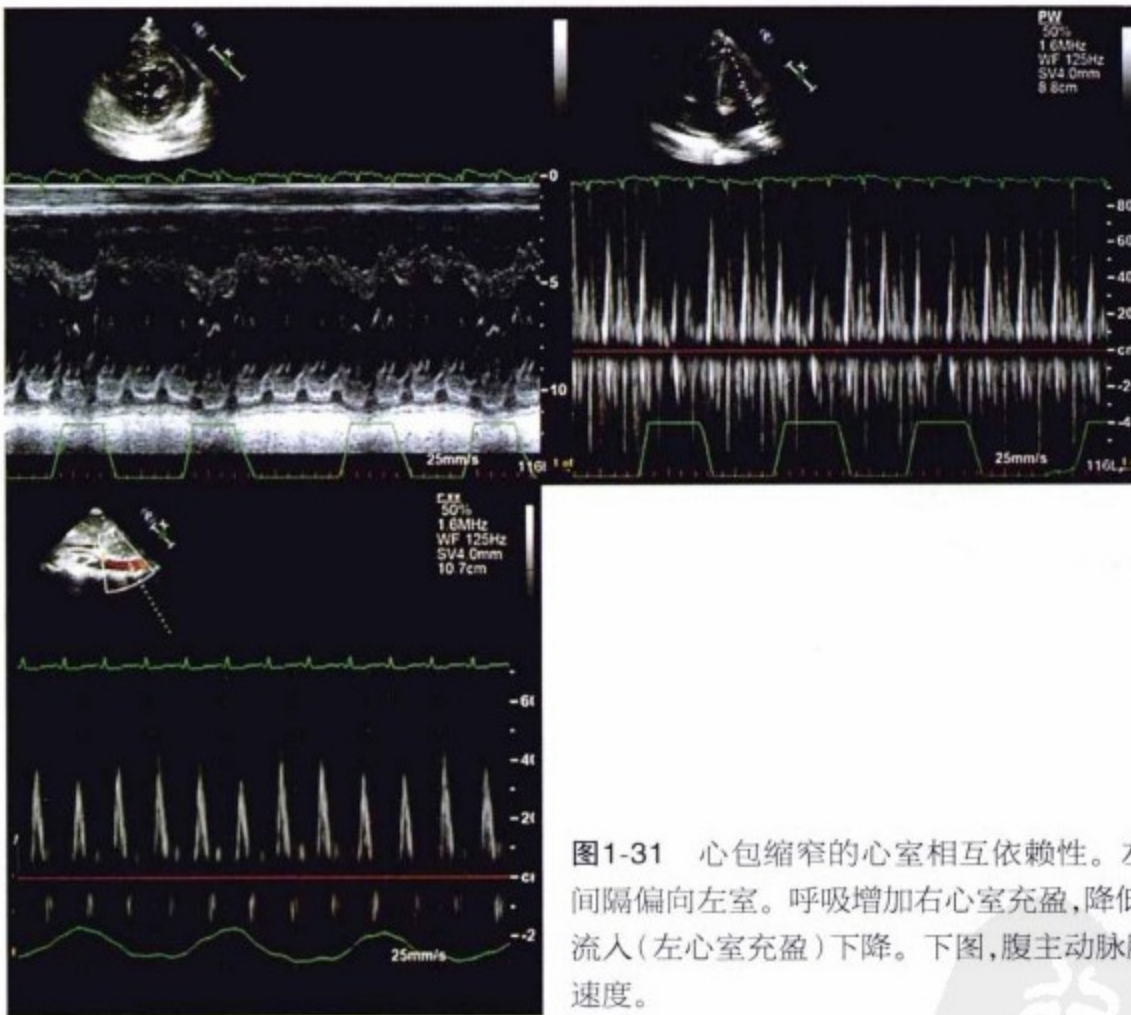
心包缩窄的心室相互依赖性。左上图,通过间隔 M 型超声 - 吸气相,间隔偏向左室。呼吸增加右心室充盈,降低左心室充盈。右上图,吸气伴随二尖瓣流入(左心室充盈)下降。下图,腹主动脉脉冲多普勒超声示吸气降低奇脉的血流速度。
